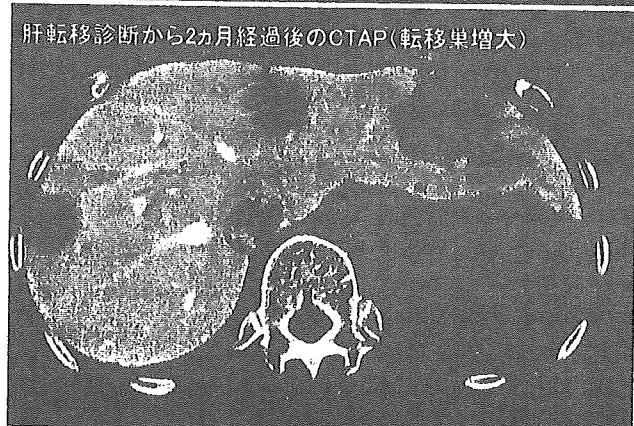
造影 CT (診断時) と CTAP (2ヵ月後)
